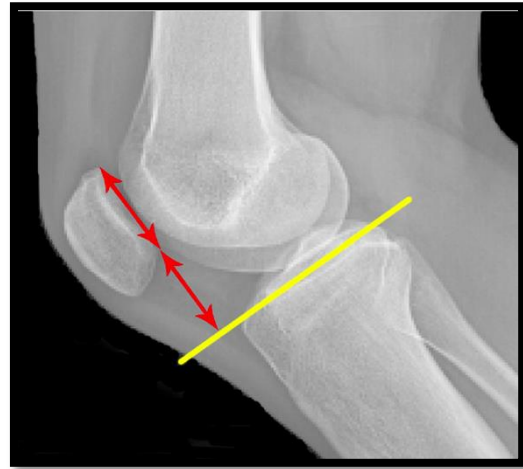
índice de Blackburne-Peel medido en radiografía lateral de rodilla Tomada de Brian Schulz¹⁶.
